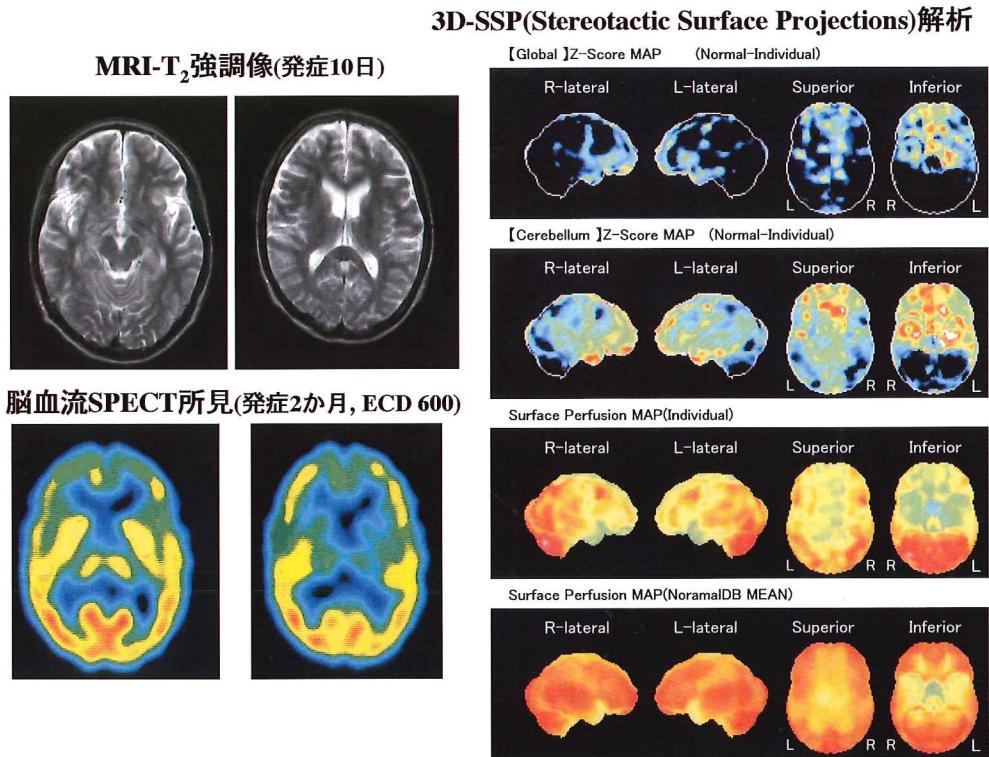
SPECT・3D-SSP (3 dimension- Stereotactic Surface Projections) 施行例の所見
